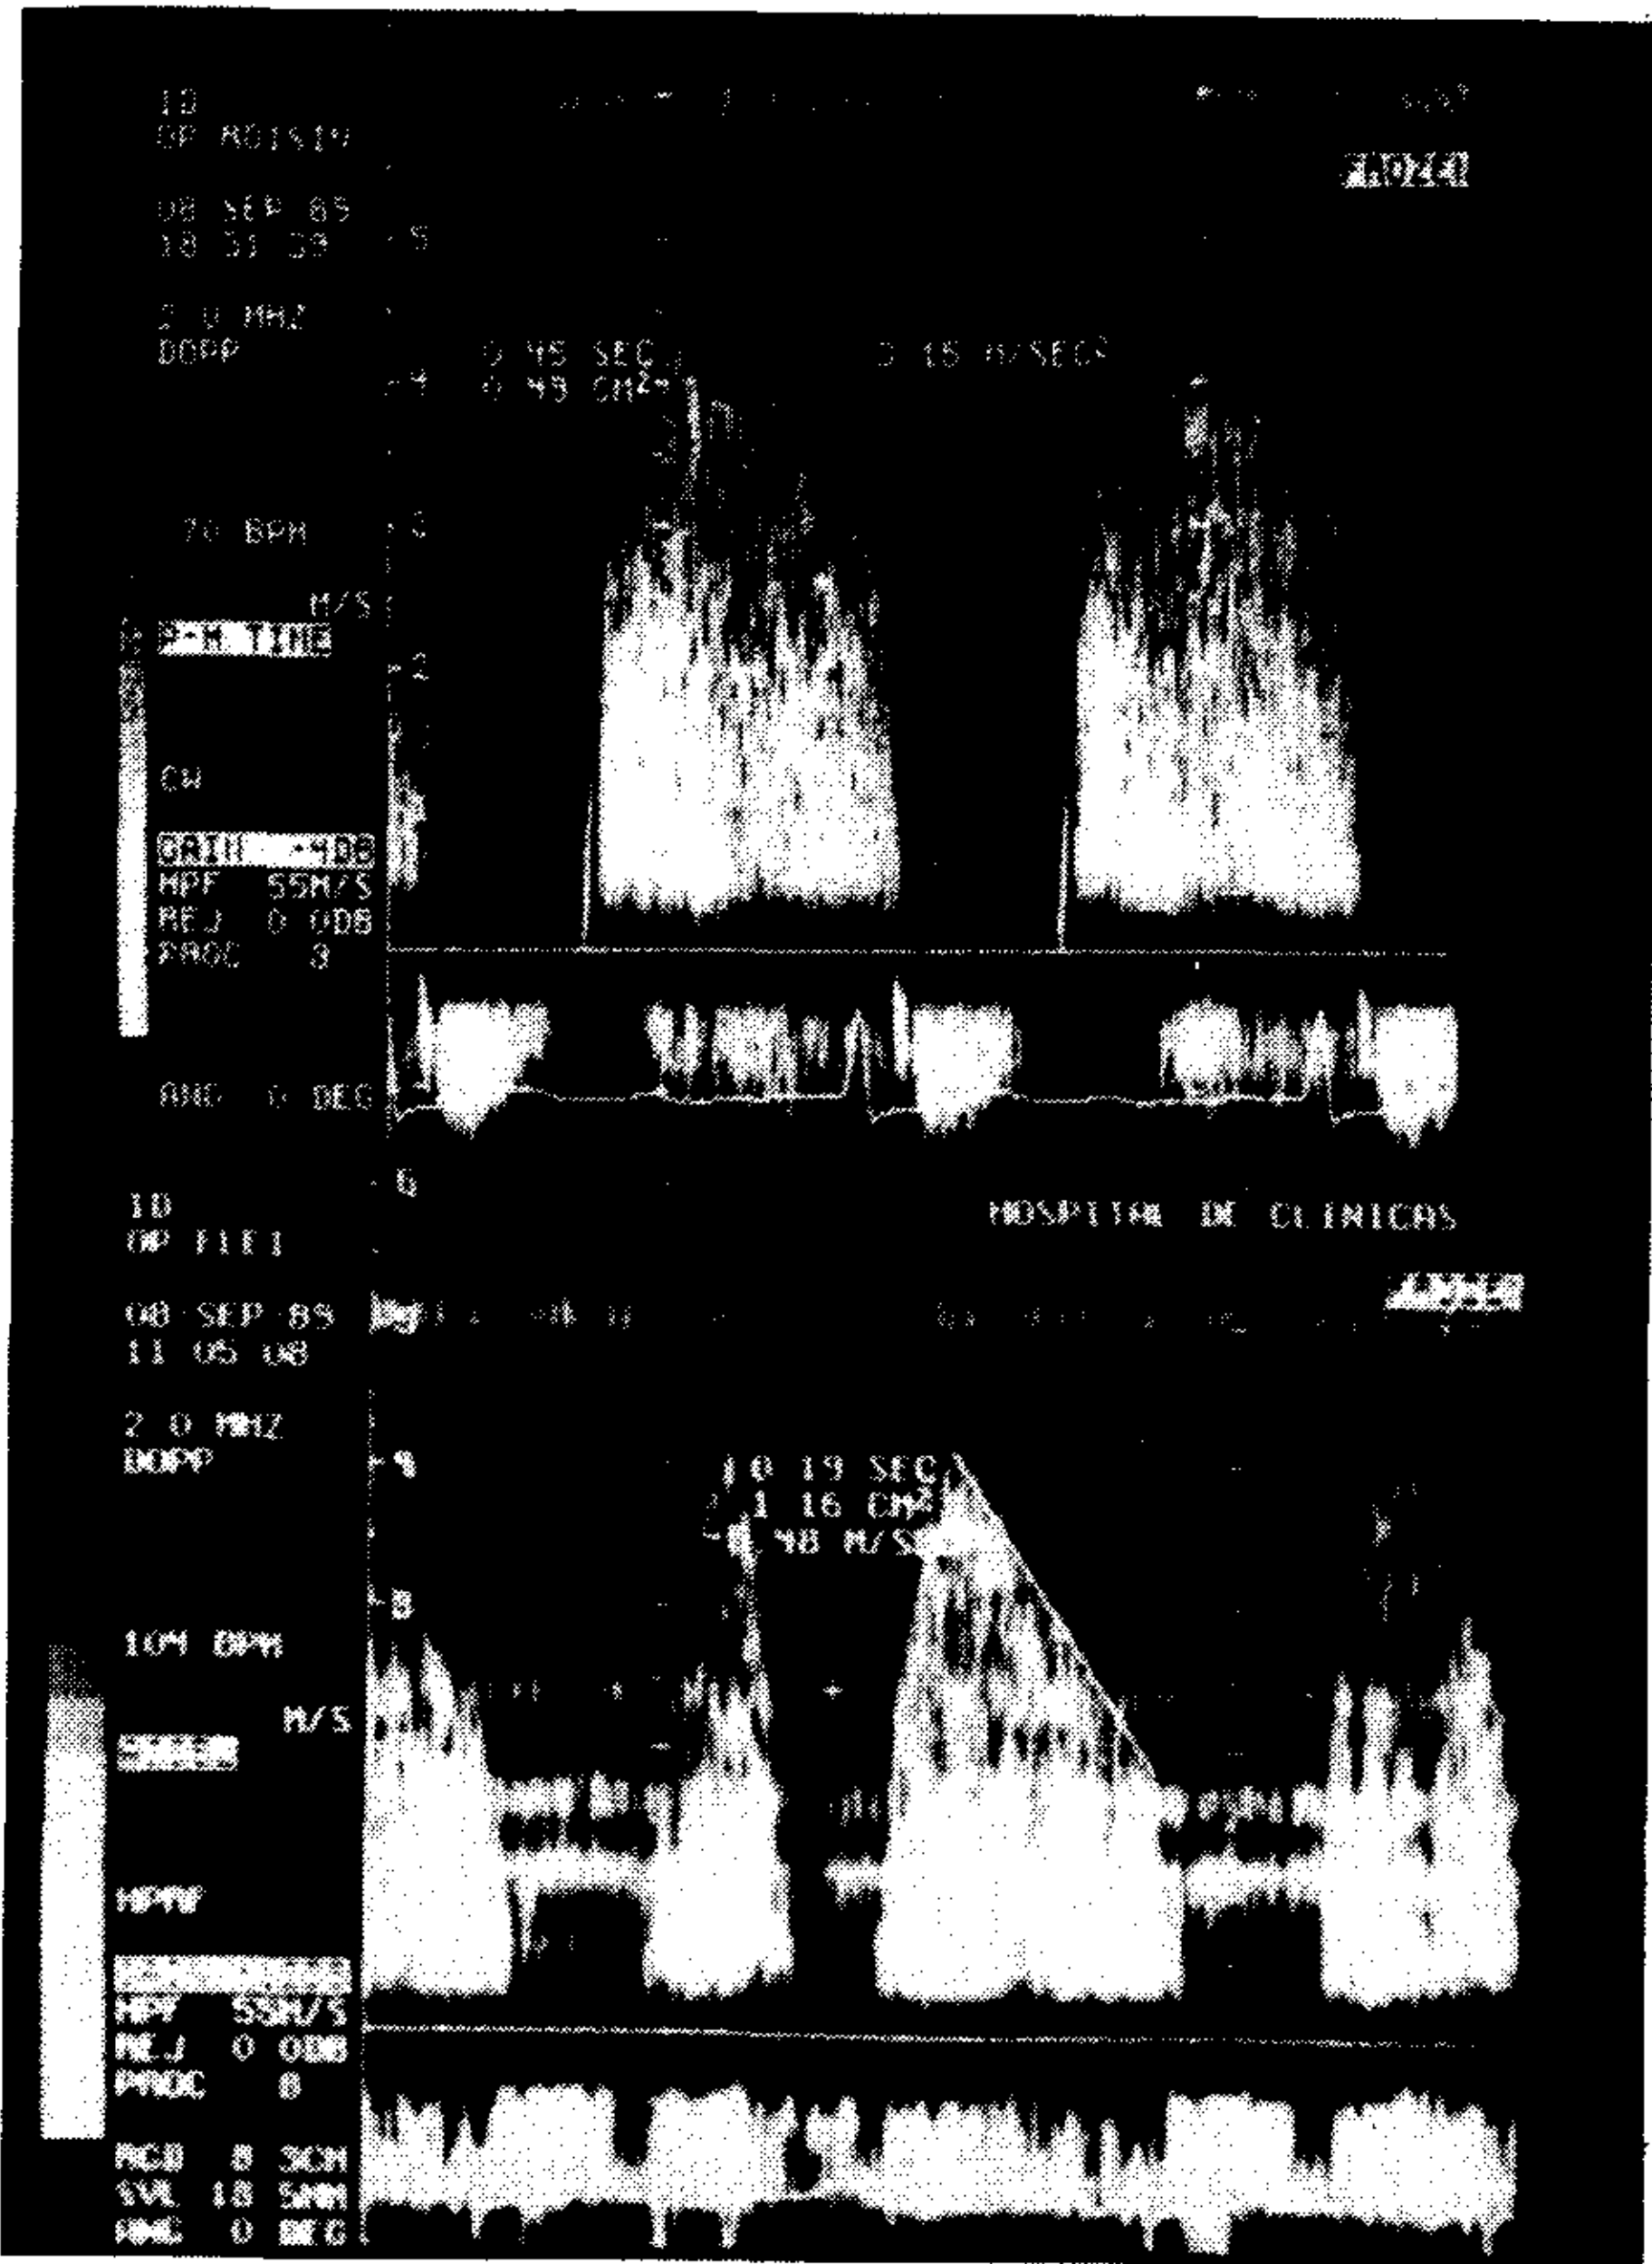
Registro de dos casos de insuficiencia aórtica, el más grave en el panel inferior, con el trazado de la pendiente de desaceleración y el tiempo de hemipresión, obtenidos con Doppler continuo desde el área apical.
